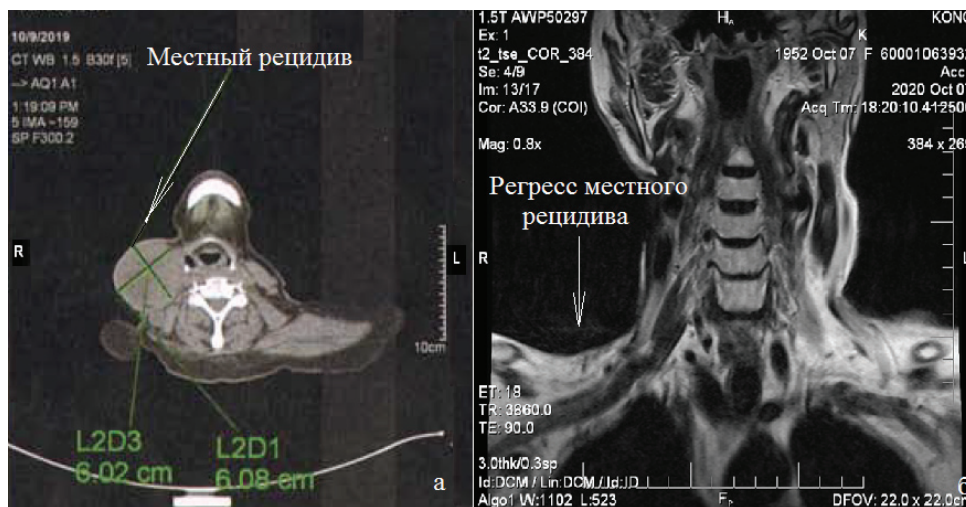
Регресс местного рецидива по данным КТ и МРТ исследования области шеи).
